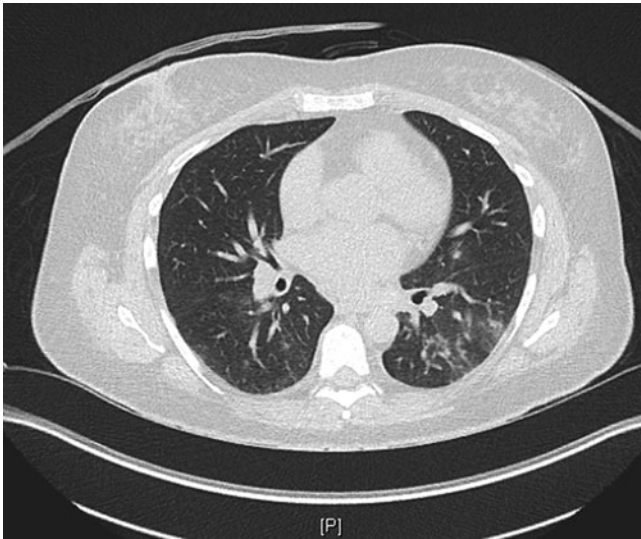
▲ Computertomographie des Thorax mit nodulären und konfluierenden Lungenparenchymveränderungen links basal
